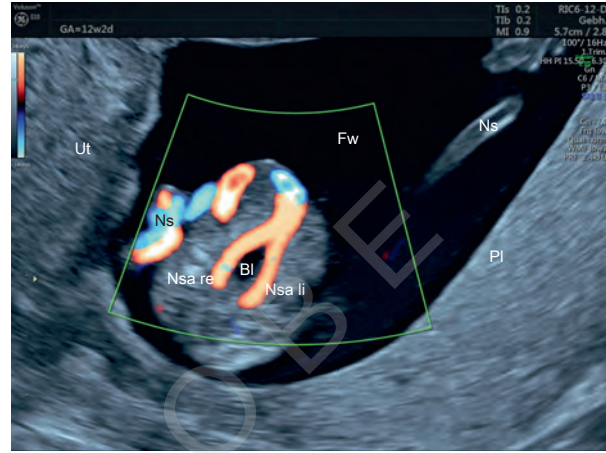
Transversalschnitt Becken zur Blasendarstellung, Farbdoppler, 12 + 2 SSW. Bl = Blase, Fw = Fruchtwasser, Ns = Nabelschnur, Nsa li = Nabelschnurarterie li, Nsa re = Nabelschnurarterie rechts, PI = Plazenta, Ut = Uterus.
